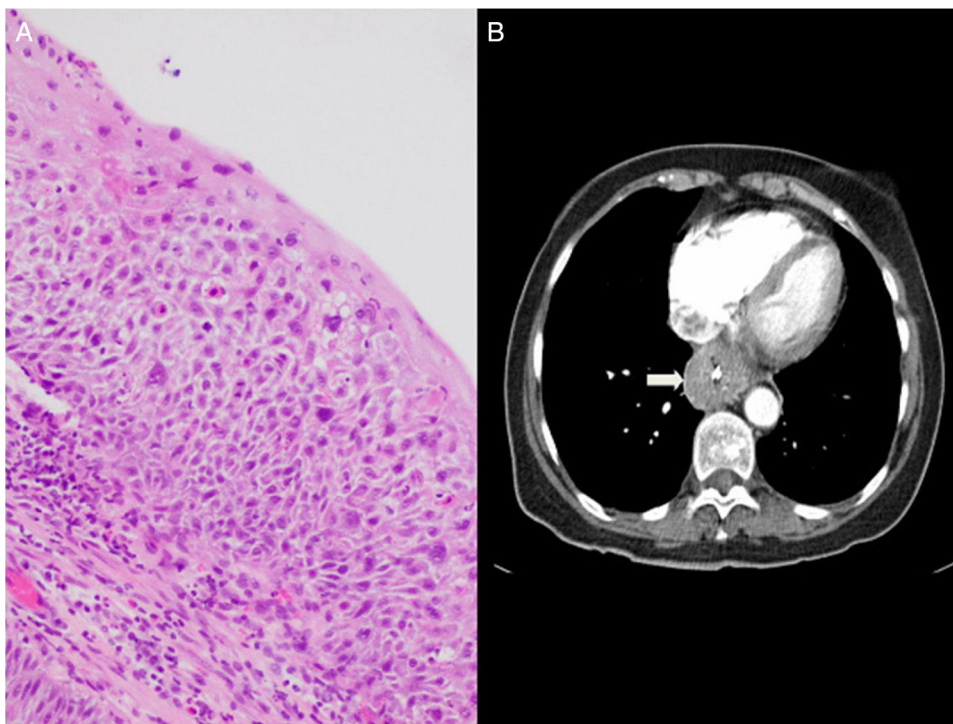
A) Hallazgos histológicos, displasia severa/carcinoma escamoso intraepitelial. B) Hallazgos radiológicos, imagen de TC toracoabdominal. Flecha: engrosamiento de esófago distal.
